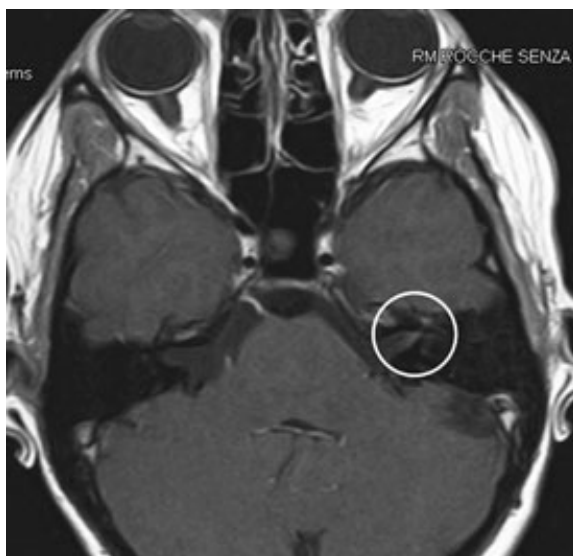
Immagine RM T1 con m.d.c. in paziente con paralisi postoperatoria del VII n.c. sinistro: evidenza impregnazione contrastografica al livello del fondo del meato acustico interno sinistro e del ganglio genicolato (segno del "bottle neck").
